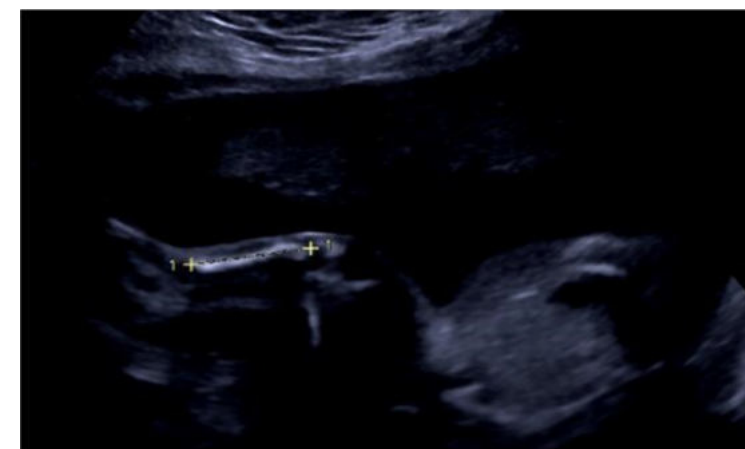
ecografía en semana 20+2
